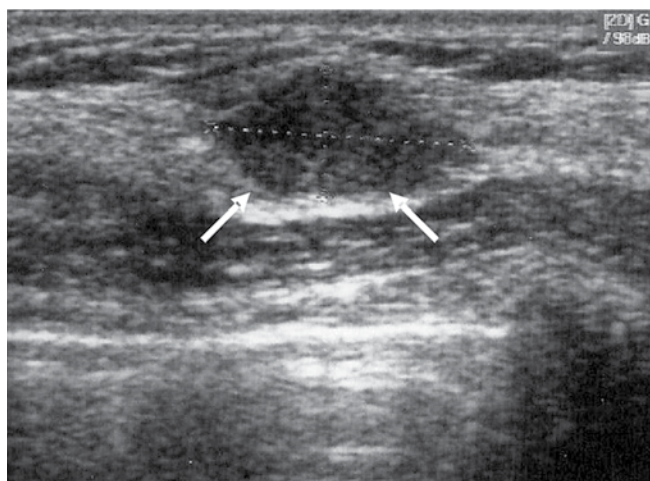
Pierwsze badanie USG piersi u 37-letniej kobiety, która miała powtarzającą się bolesność piersi w kolejnych cyklach menstruacyjnych. Zmiana ogniskowa w tkance gruczołowej o średnicy 6 mm (strzałki). W BACC komórki nowotworowe. W histopatologii po operacji rak gruczołowy
